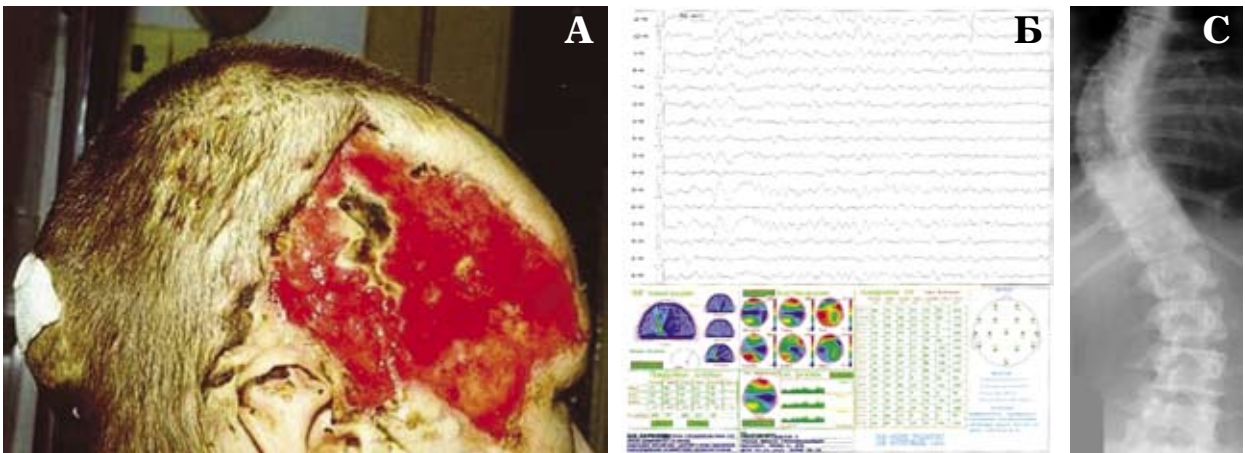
Пример данных для телеконсультации: А — цифровая фотография locus morbi; Б — энцефалограмма в виде графического файла; В — оцифрованная рентгенограмма
